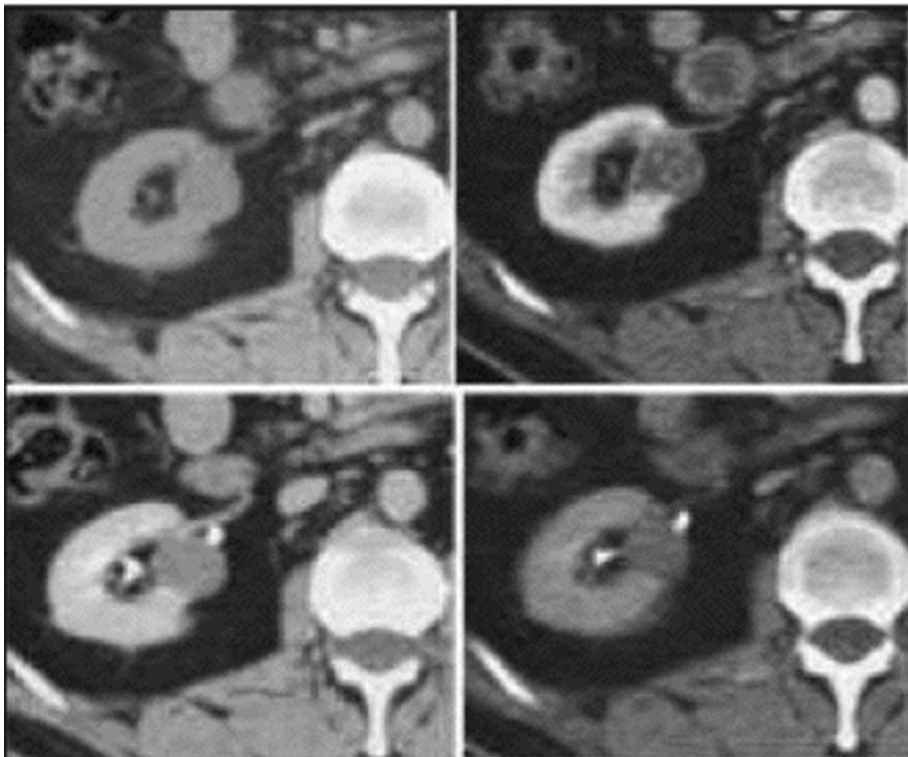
Tumeur de la lèvre postérieure du rein droit avec les différents temps d'acquisition en TDM
